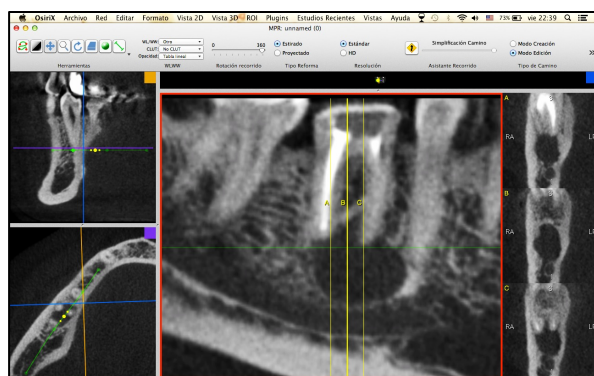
Evaluación de lesión ósea periapical, en pieza dentaria 4.6. Programa Osirix®
